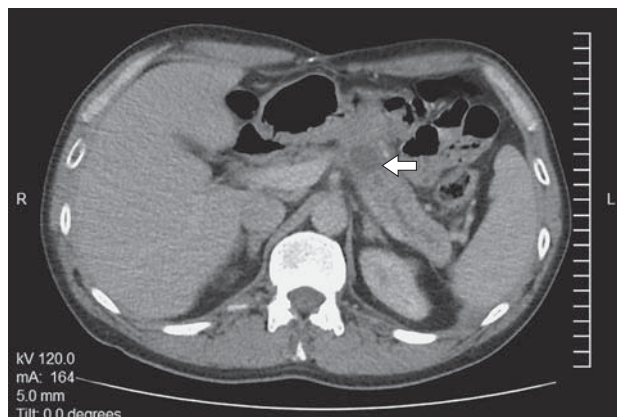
Компьютерная томограмма. Хронический панкреатит, псевдокиста в теле ПЖ (псевдокиста и расширенный ППЖ указаны стрелкой).
